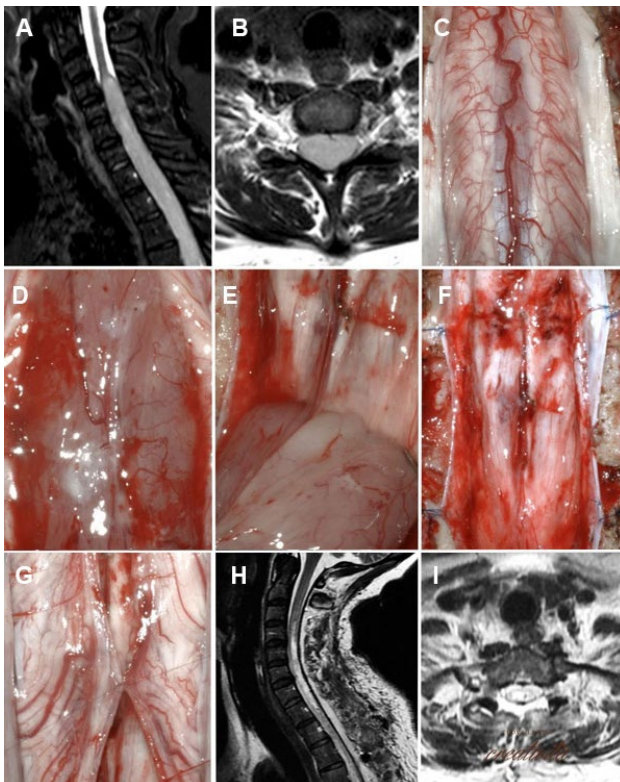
Tumor intradural-intradural, C4-T4, ependimoma. A-B) RM prequirúrgica. C-G) Hallazgos intraoperatorios. H-I) RM postquirúrgica.
